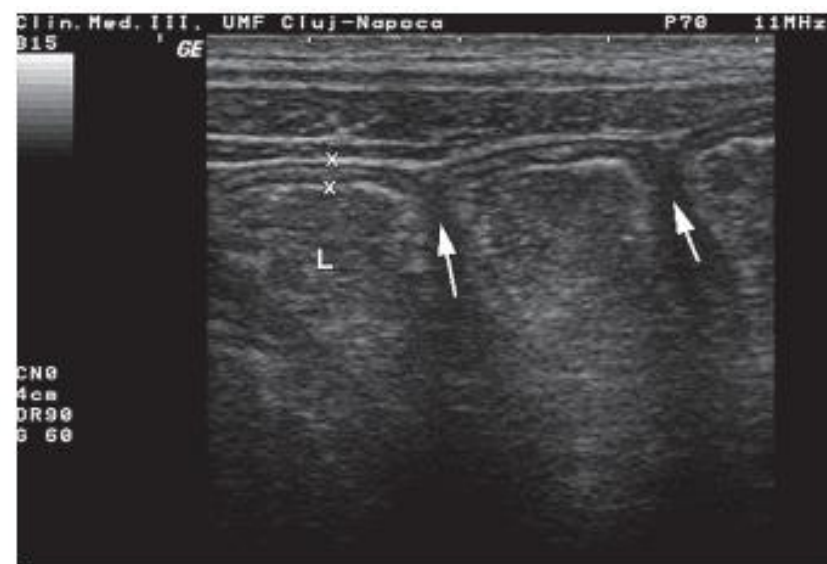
Hydrosonography: the haustrae (arrows).
